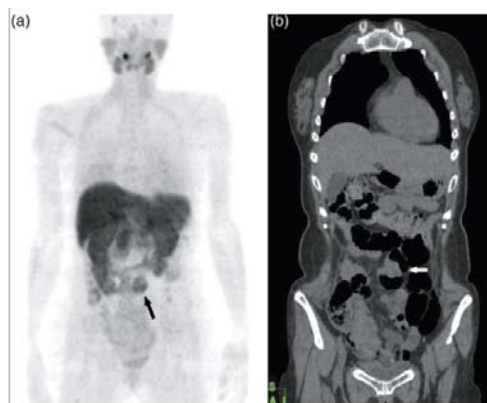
直腸癌患者画像（左：Choline-PET、右：CT）
